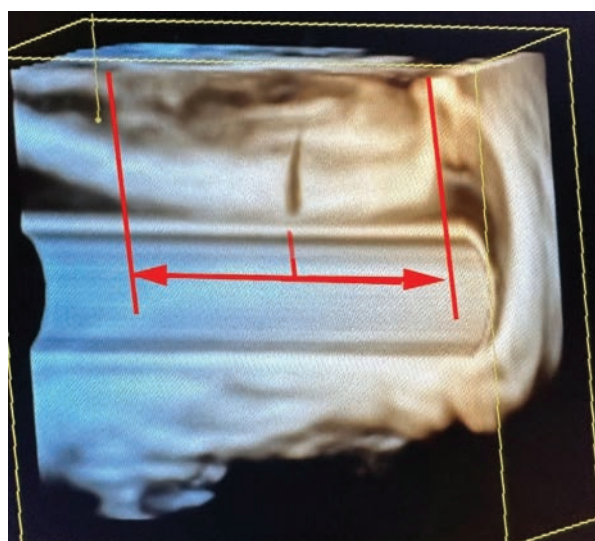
3D TP-ультразвуковая картина свища, вовлекающего более 1/2 наружного сфинктераFigure 1. 3D TR-ultrasound picture of a fistula involving more than 1/2 of the external sphincter
